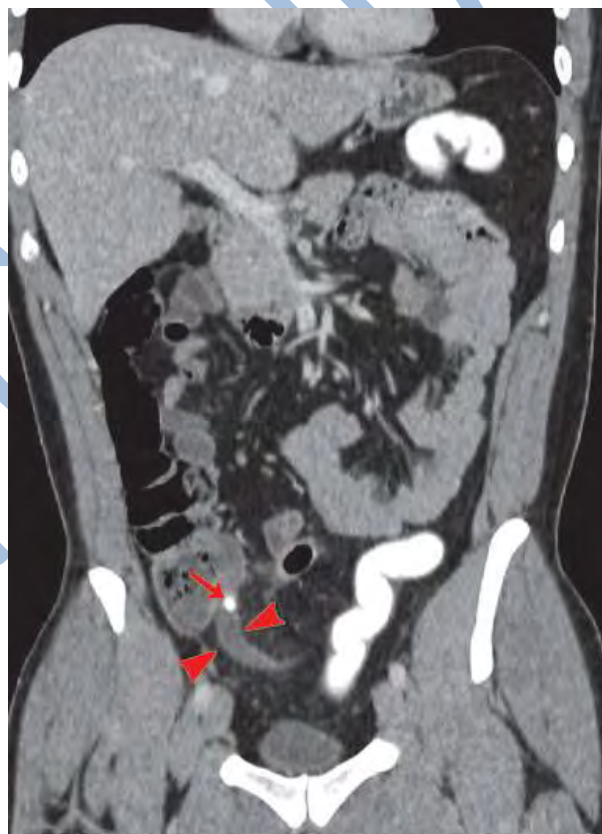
Appendicolithe (flèche fine) et appendicite (pointes des flèches) lors d'un examen par CT scan.
